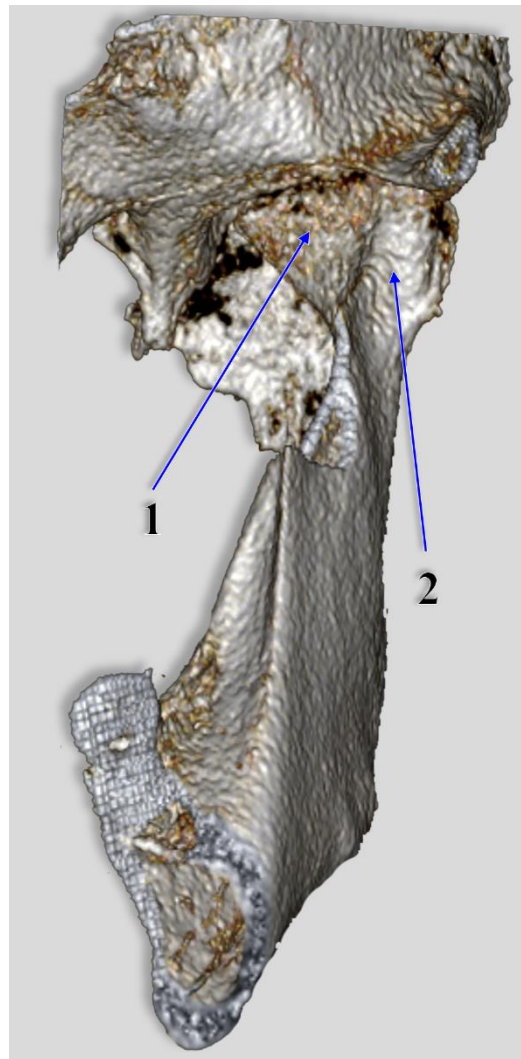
Vedere antero-infero-laterală a hemimandibulei stângi. Randare tridimensională în volum, scanare CBCT. 1.foveea pterigoidiană; 2.culisa masețerină.
